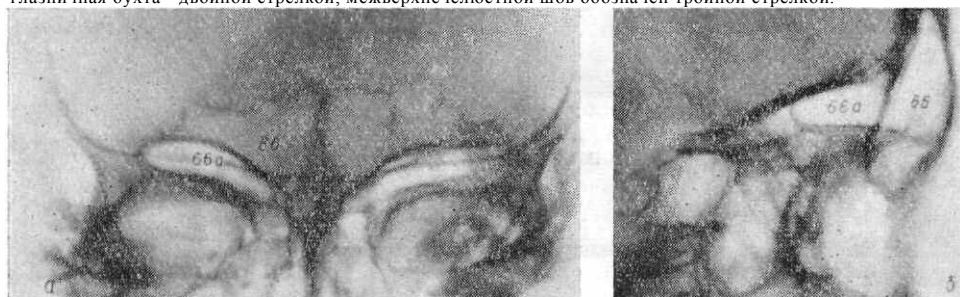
Фрагменты рентгенограмм черепа в прямой передней (*а*) и боковой (*б*) проекциях. *бб* — лобная пазуха; *бба* — надглазничный карман.
